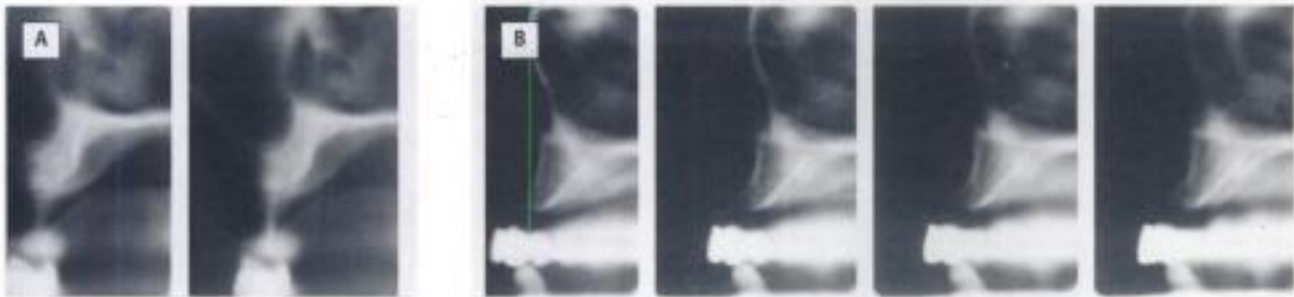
Tomografía multimodal Scanora®. A) En la región superior posterior. B) En la región superior anterior.
